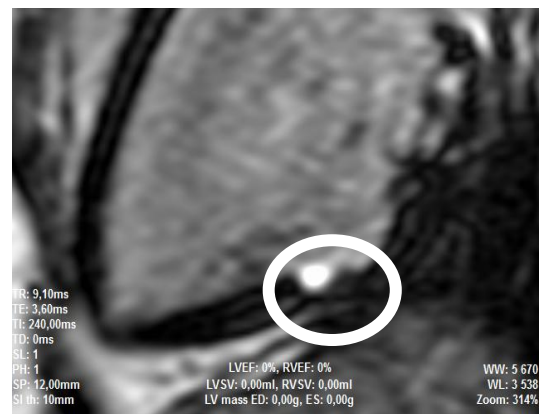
Розміри та геометрія деструкції радіочастотною абляцією міокарду на зрізах МРТ
